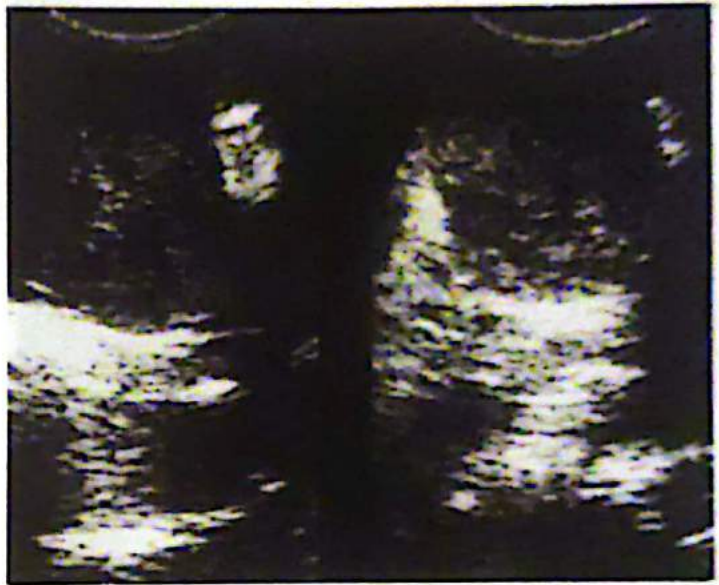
Masa heterogénea con áreas de necrosis a nivel de fosa ilíaca derecha. Vista ultrasonográfica. Transductor de 3.5 MHz.
